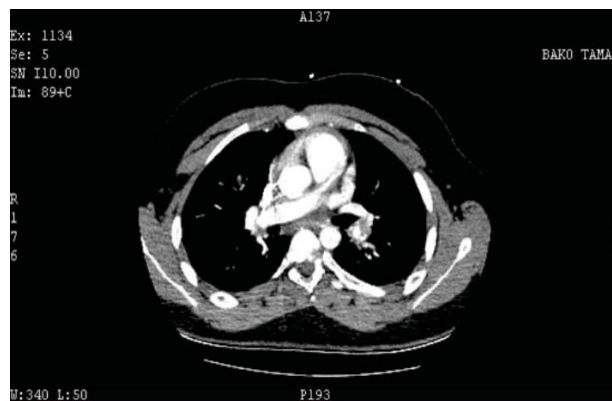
Angio-CT pulmonar: defect de umplere AP stângă cu lumen circulant de 40%
